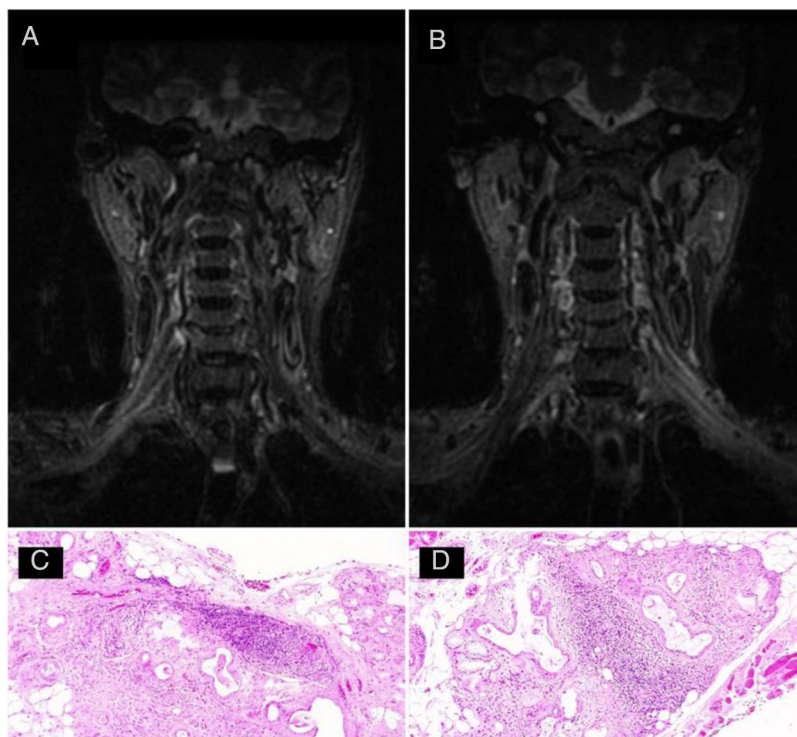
A y B) Resonancia de plexo braquial en secuencia STIR que evidencia aumento de señal en los trayectos posganglionares de ambas raíces C6-C7, troncos bilaterales y de las divisiones supraclaviculares. C y D) Biopsia de glándula salivar menor con formación de dos agregados linfoides de más de 50 células (tinción hematoxilina-eosina).
